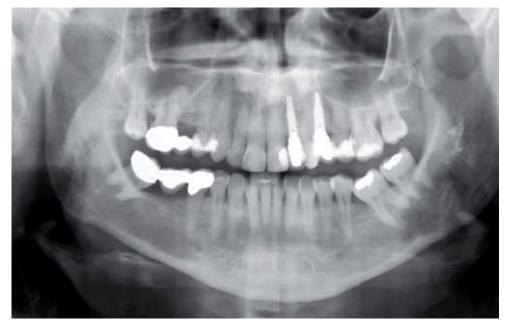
Ortopantomografía de control a los 2 años.
